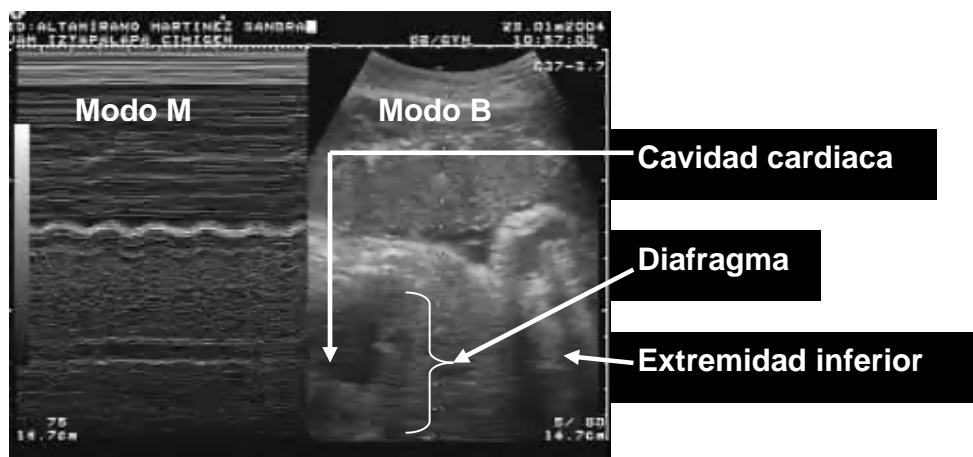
Imagen de ultrasonido en modo M (izq.) y modo B (der.) de un corte sagital del tórax y del abdomen de un feto de 40 semanas de gestación durante movimientos respiratorios fetales
